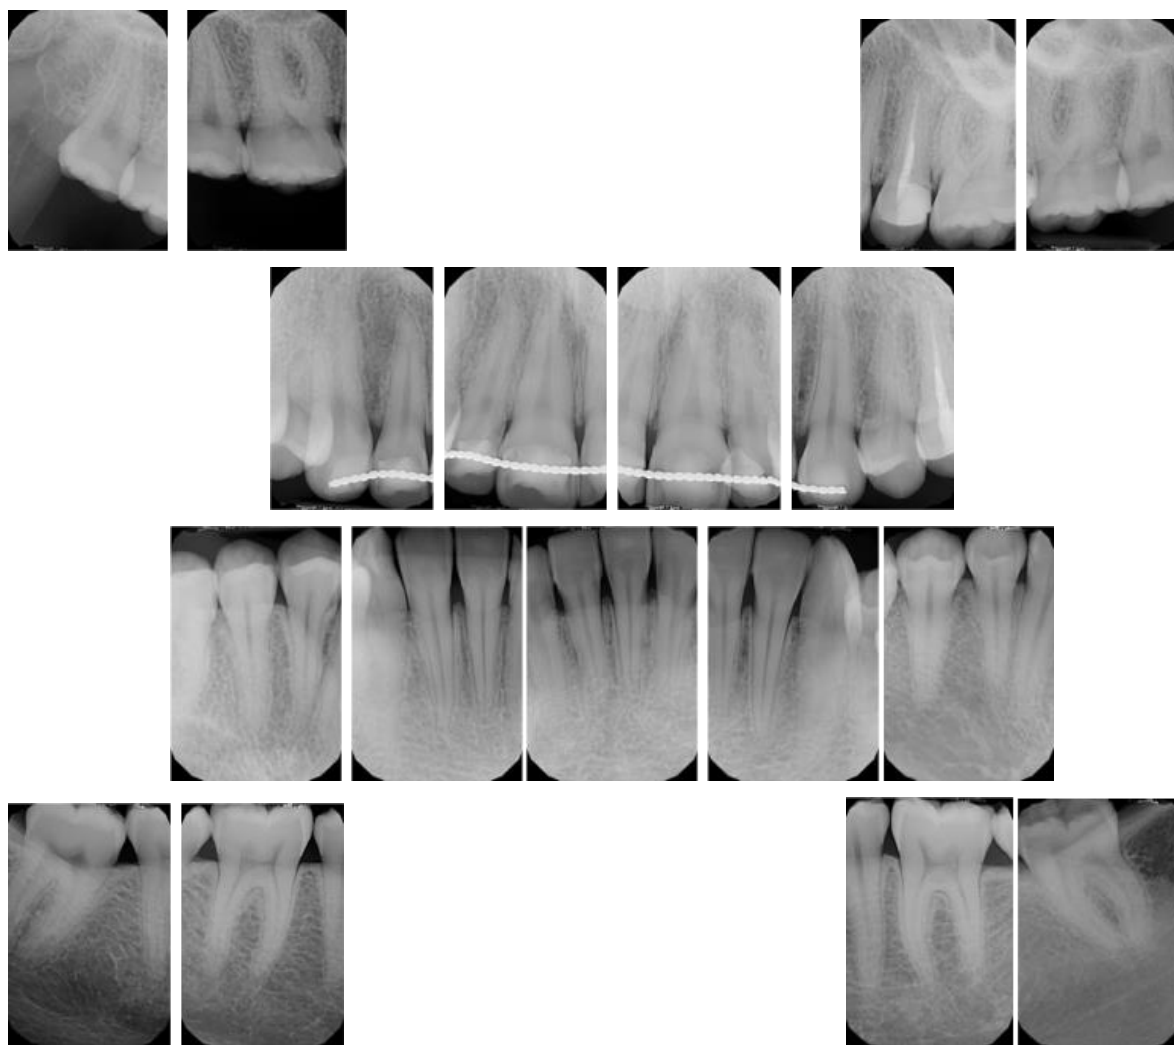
Serie periapical.
